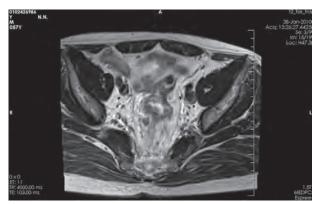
Рак среднеампулярного отдела прямой кишки. МРТ-грамма малого таза.
